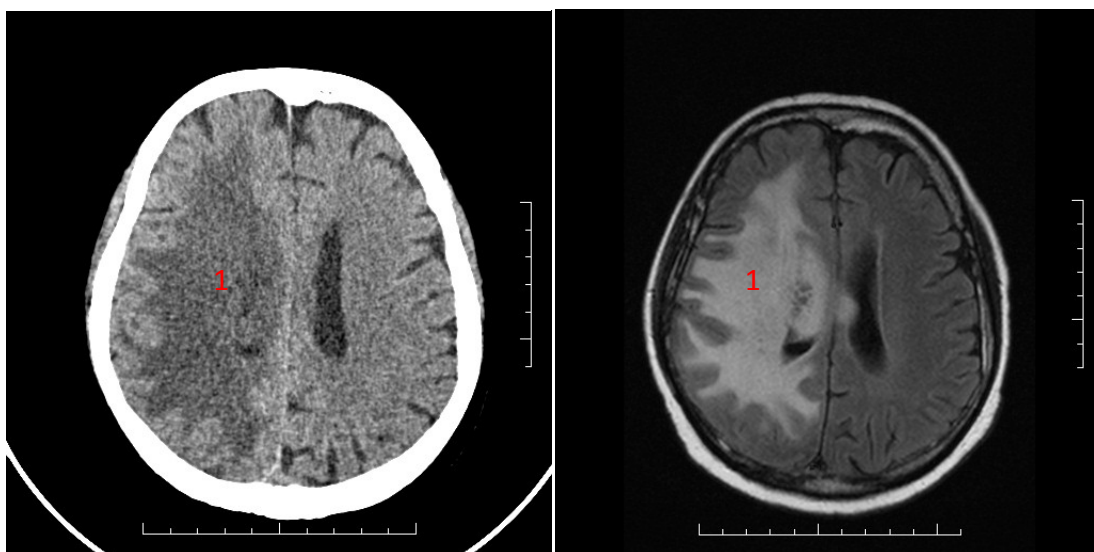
CT snímek (nalevo) a MRI snímek (napravo), ukazující díky faktu, že nebyla použita kontrastní látka pouze otok kolem nádoru (1). Ze snímků je také opět patrné prorůstání nádoru za středovou čáru hemisfér (2)
